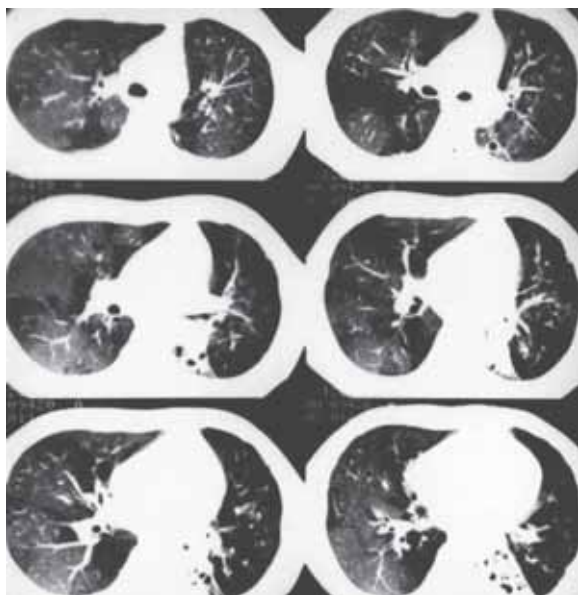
Компьютерная томограмма пациента с ОБ. При сканировании на выдохе распространенная негетерогенность вентиляции легочной ткани
